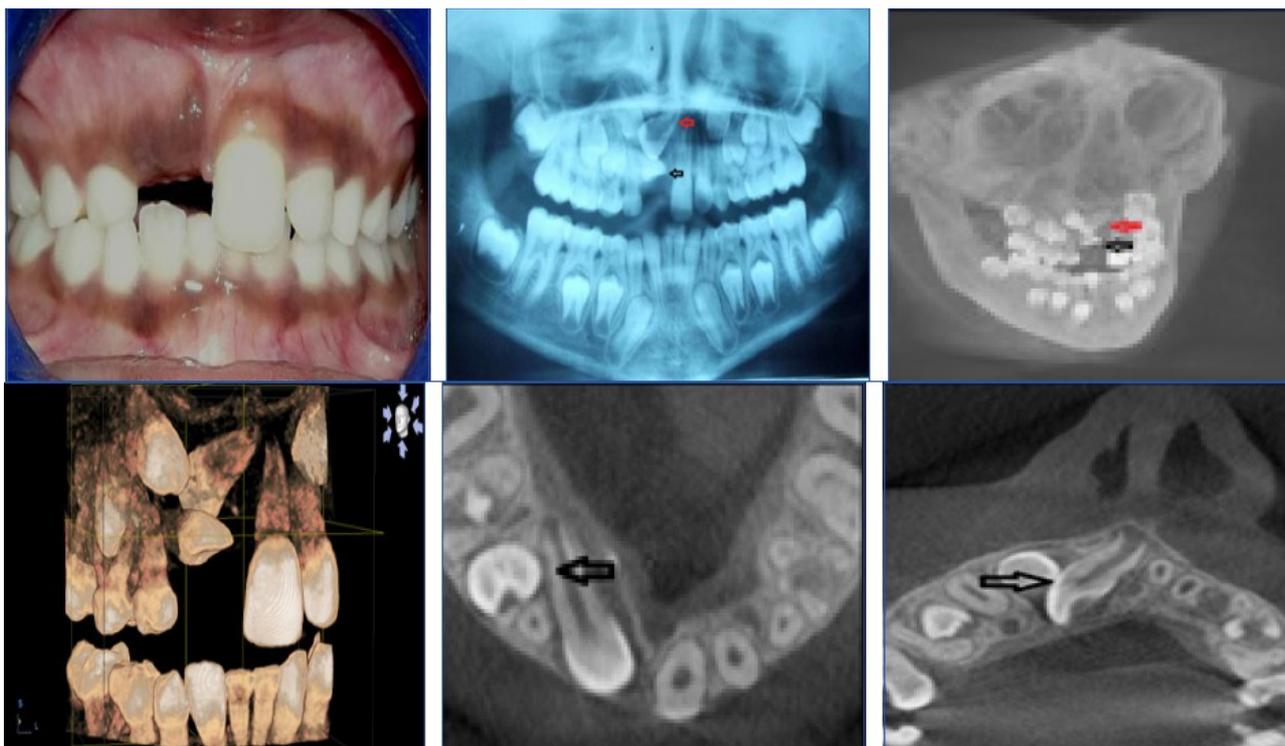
Imagens de tomografia computadorizada Cone Beam apresentam vantagens nas avaliações das variações morfológicas e distúrbios eruptivos nos dentes permanentes, como sequelas de traumas em seus antecessores. Fonte: Mahesh (2014)
